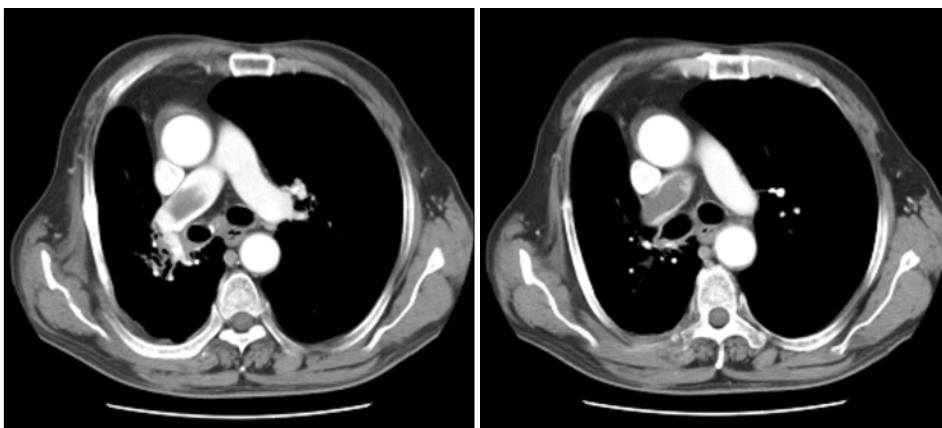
Chest computed tomogram obtained after 3 cycles of gemcitabine and cisplatin chemotherapy showed thrombi in right main pulmonary artery.
